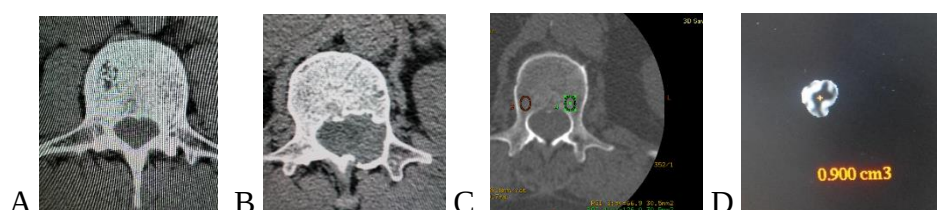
CT lombară pre-operatorie A, B, C, D: A– secțiune axială a hemangiomului L1; B– secțiune axială a procesului osteolitic L1 a arcului posterior stânga; C– secțiune axială a vertebrei afectate cu calcularea osteodensității în baza CT cu abord unipedicular; D– volumul de PMMA necesar pentru VTP în baza CT 3 D reconstrucție.
